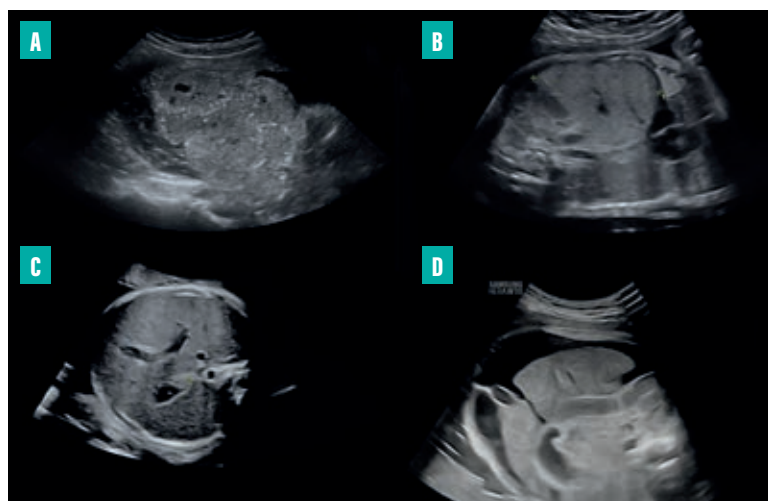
Exemples d'anomalies échographiques fœtales observées en cas de syphilis congénitale : placentomégalie (A), hépatomégalie (B), splénomégalie (C), ascite fœtale (D).
